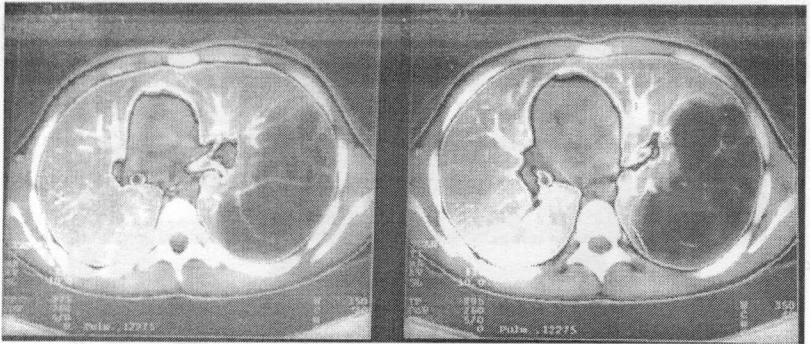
Tomografie computerizată. Emfizem bulos cu afectarea lobului inferior pe stânga.
